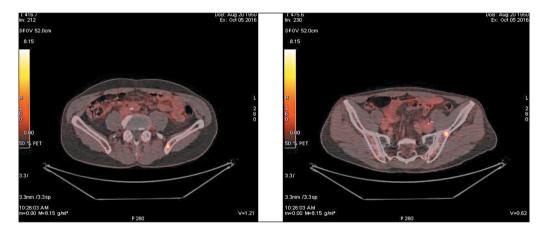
При ПЭТ/КТ с ФДГ в левой подвздошной кости определяются очаги гиперфиксации ФДГ (SUVmax=5,6) соответственно очагам деструкции костной ткани размером 7 и 8 мм Fig. 3. PET/CT with FDG in the left ilium determines foci of FDG hyperfixation (SUVmax=5,6), respectively, foci of bone destruction measuring 7 mm and 8 mm
